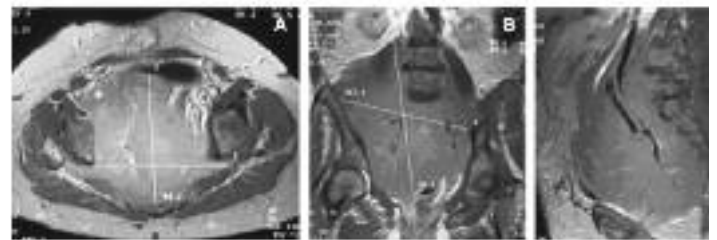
A) Resonancia magnética. Corte axial en pelvis. Gran tumor retroperitoneal (rabdomiocarcinoma) que hacia la parte anterior desplaza vejiga. B) Id. Corte coronal. C) Id. Corte sagital.
